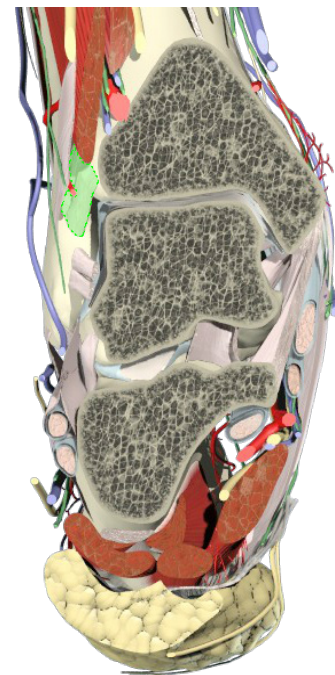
Representación anatómica de la imagen RM de la figura 34.
